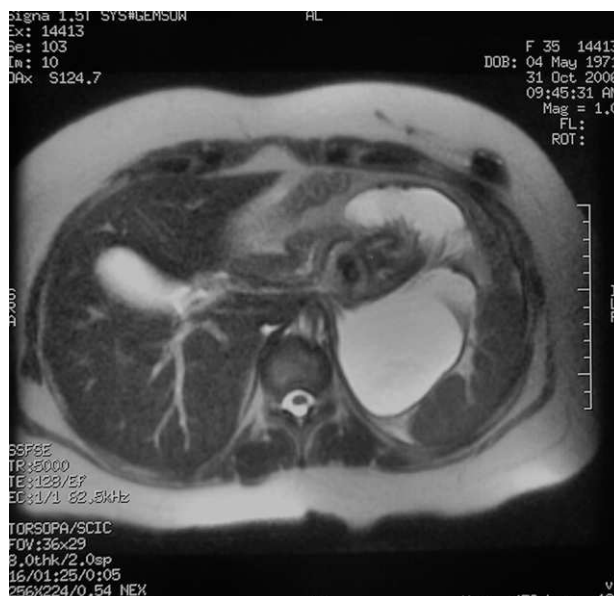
Resonancia magnética que muestra la obstrucción gástrica con desplazamiento de la banda.
